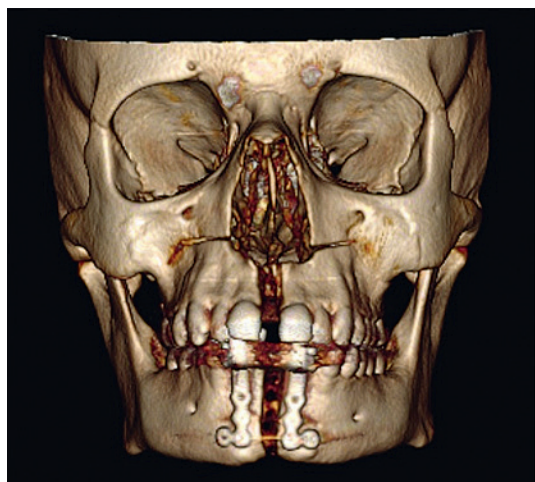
(м): трехмерная модель черепа пациента после окончания дистракции (данные спиральной КТ).
